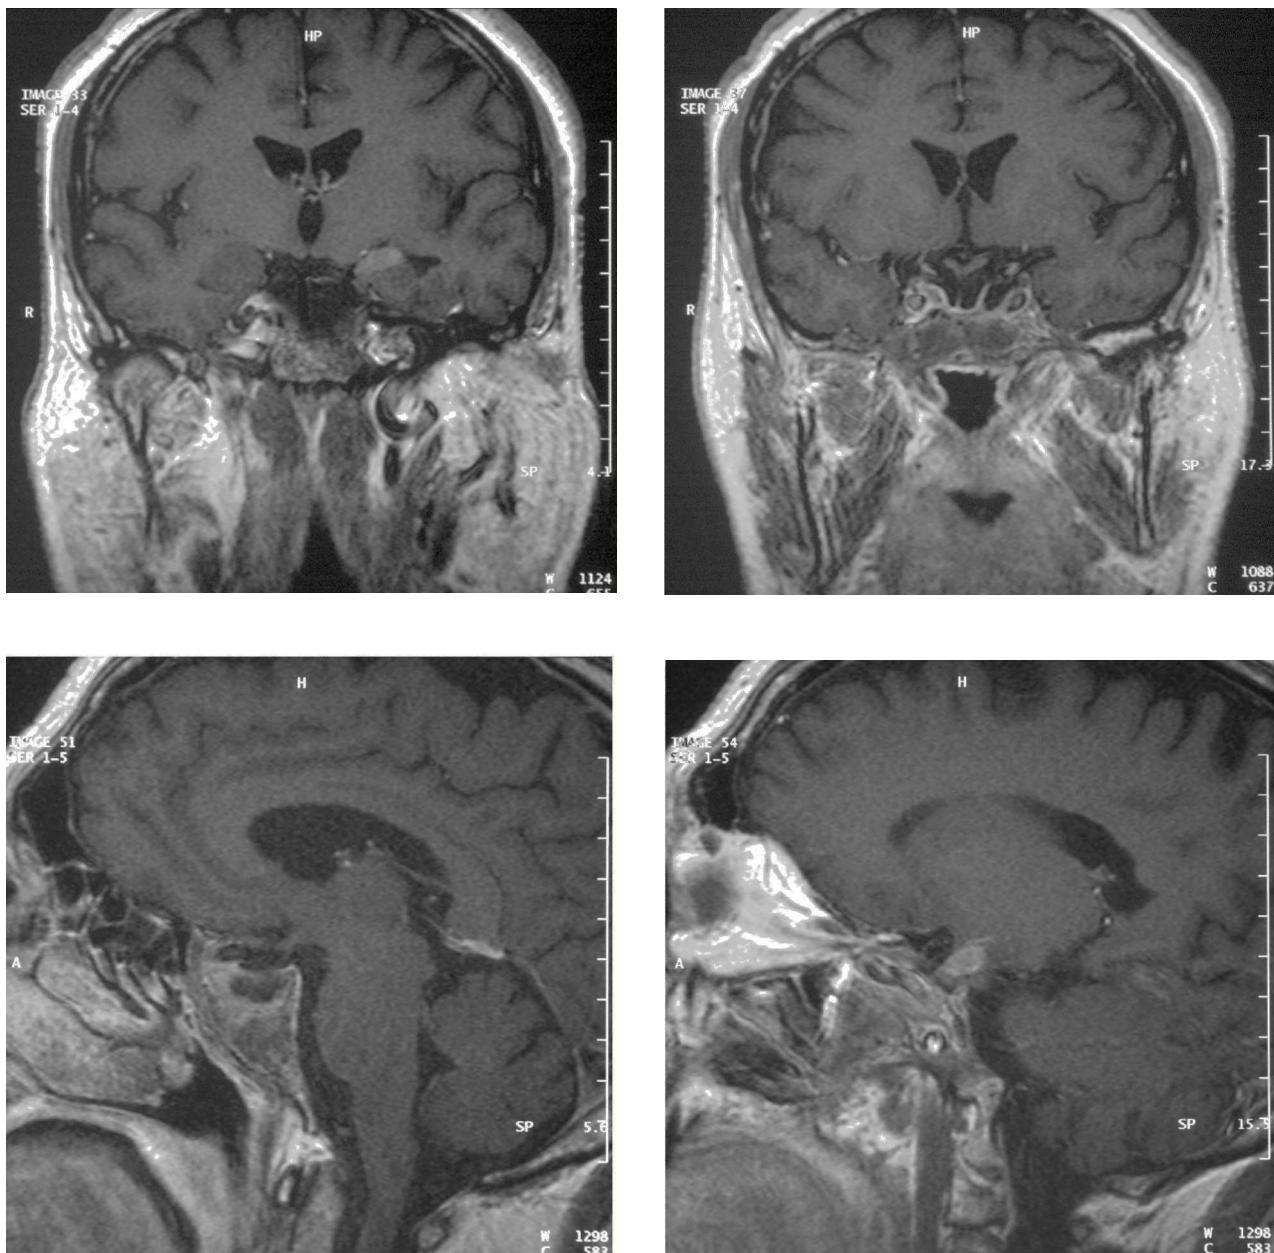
Imágenes del macroadenoma pituitario gigante invasivo a los 2,5 años de tratamiento con cabergolina (resonancia magnética). Se evidencia una gran reducción de la masa tumoral; persiste un pequeño resto del macroadenoma hipofisario en la porción medial de la región temporal izquierda, y se identifican la adenohipófisis y la neurohipófisis, el tallo y la cisterna supraselar normales.
